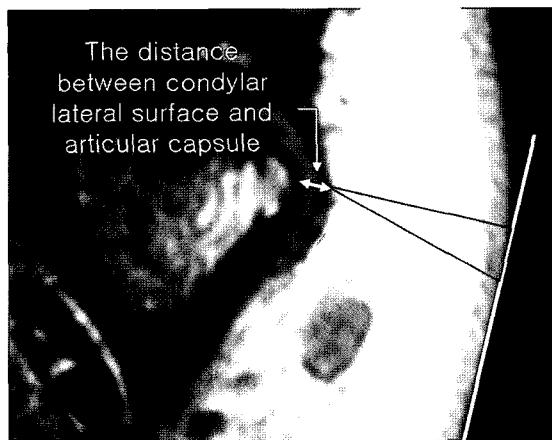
The distance between condylar lateral surface and articular capsule was measured on paracoronal T1 weighted MR image.
